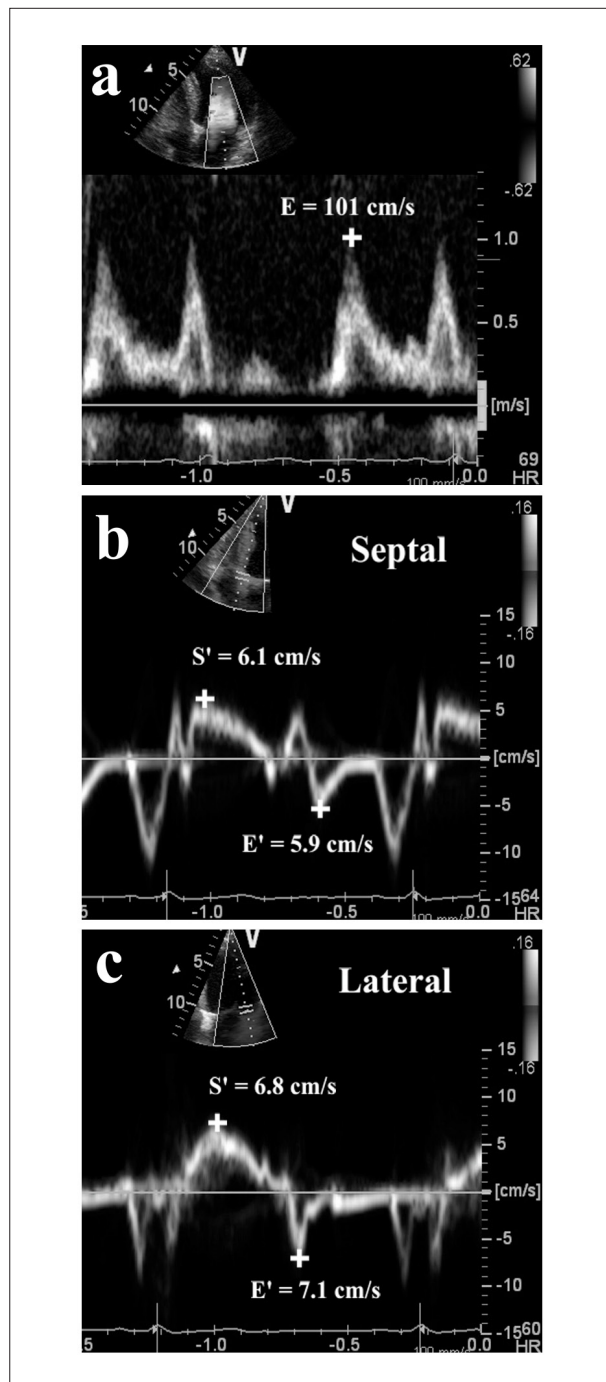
Medidas no leito da velocidade de fluxo transmitral inicial de pico (E) do Doppler espectral (a) e das velocidades diastólicas iniciais de pico (E') do Doppler espectral tecidual, respectivamente, das velocidades sistólicas de pico (S'), nas margens septal (b) e lateral (c) do anel mitral. As relações $E/(E' \times S')$ e E/E' foram calculadas (2,4 e 15,5, respectivamente). Foi utilizada a média das velocidades das margens septal e lateral do anel mitral.
